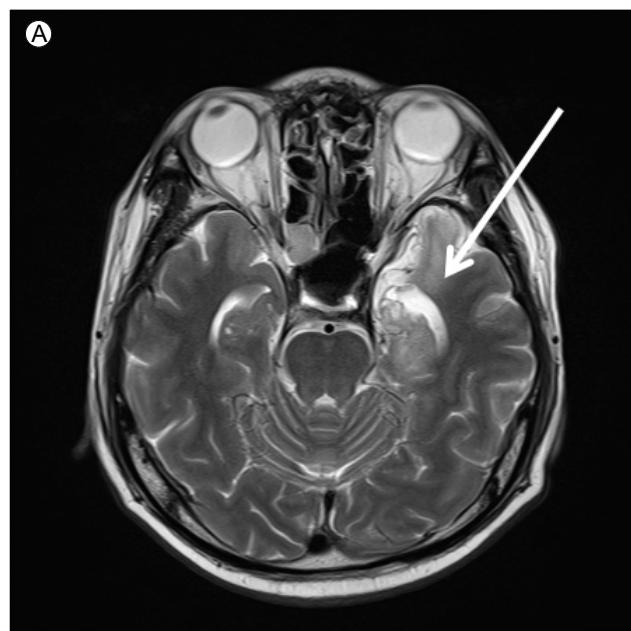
Fifteen days after symptom development. T2 weighted brain magnetic resonance image (A: axial view, B: coronal view) still shows cortical swelling with loss of the gray-white matter junction, leptomeningeal enhancement, and diffusion restriction in the left temporal lobe and left hippocampus (arrows).
